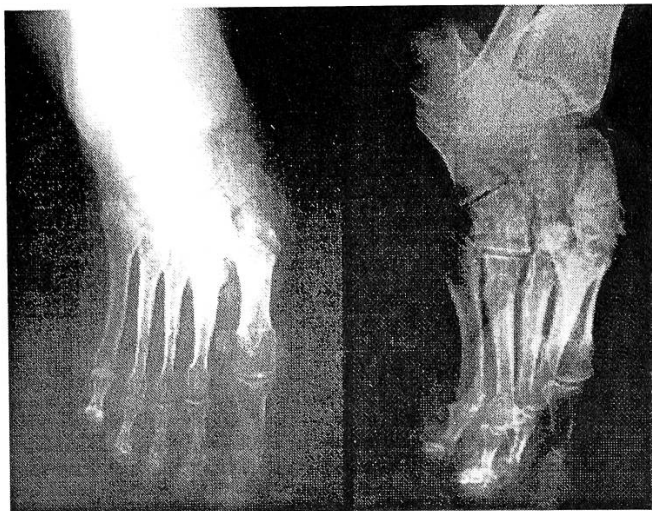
Рентгенограммы больной П. до операции в прямой и боковой проекции. Виден застарелый дивергирующий переломовывих в суставе Лисфранка.
